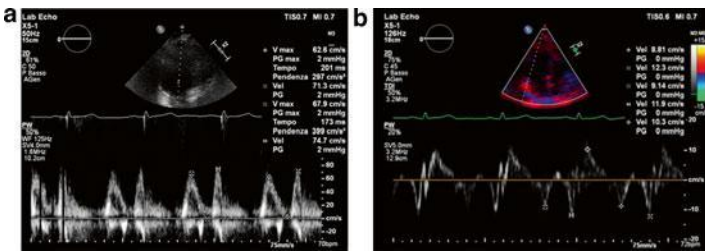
Echocardiogram: transmitral flow and tissue Doppler analysis
